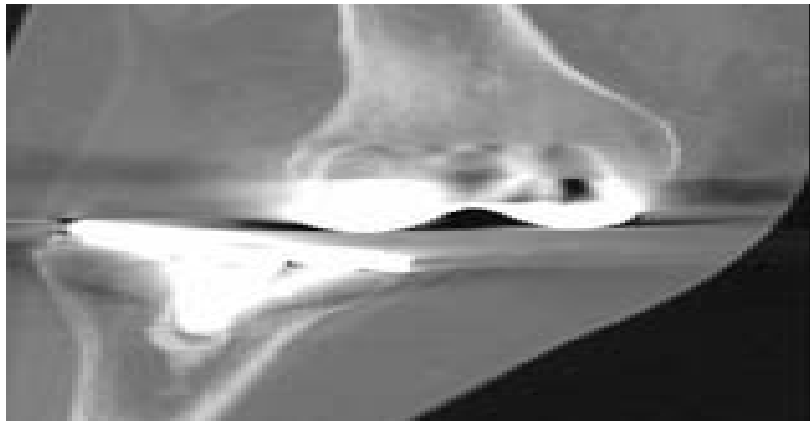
Reconstruction TDM coronale :
